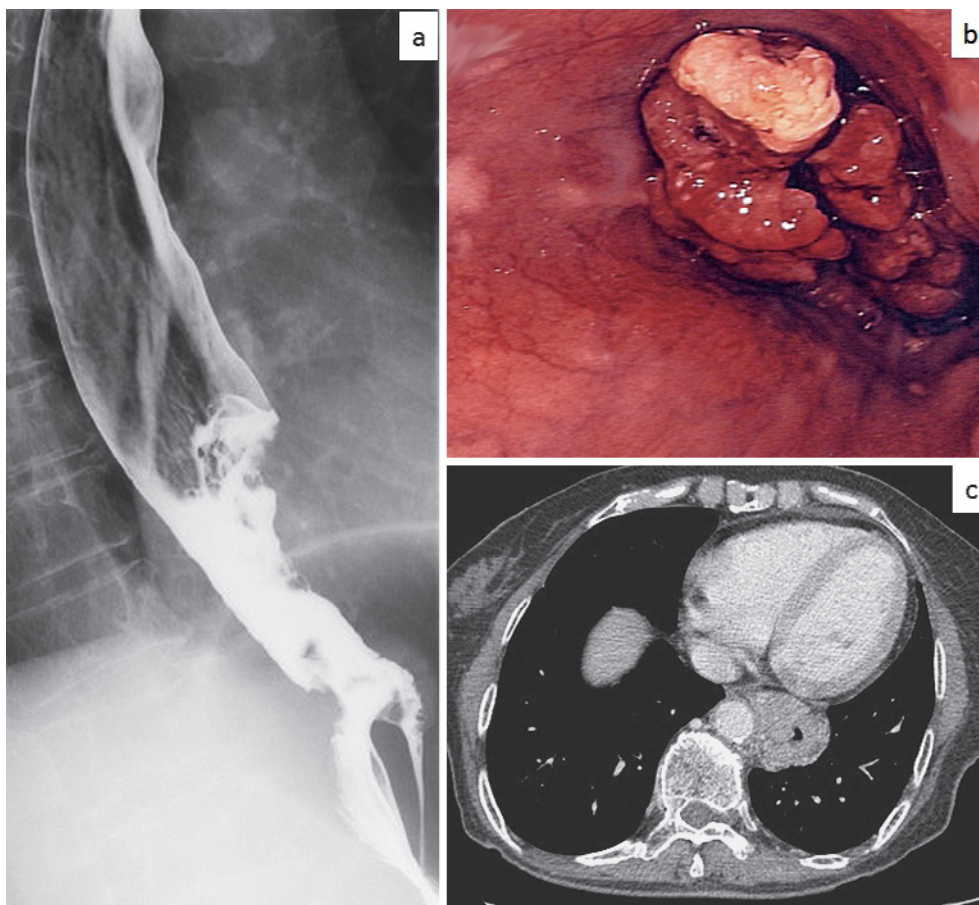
A barium swallow esophagogram demonstrates an elevated tumor in the lower third of the esophagus and esophagogastric junction (a). Gastrointestinal endoscopic examination revealed a cauliflower-shaped protruding mass (b). Computed tomography of the chest showing a thickened esophageal wall at the lower third of the esophagus (c).
